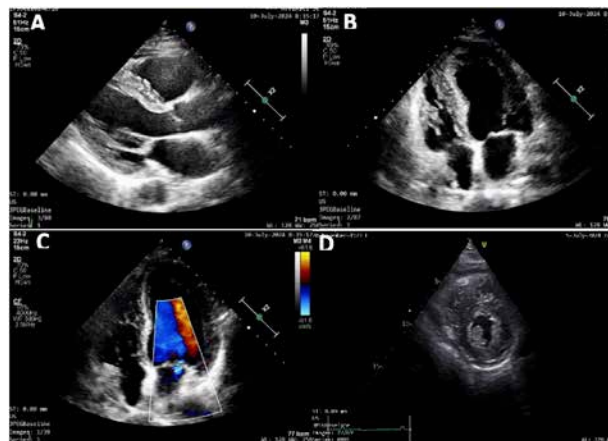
Ecocardiografia transtoracica la externare – FEVSVol = 52%, A – PLAX, B,C – apical 4 camere, D – PSAX - fină lamă de lichid pericardic de 1-2 mm dispusă circumferențial
